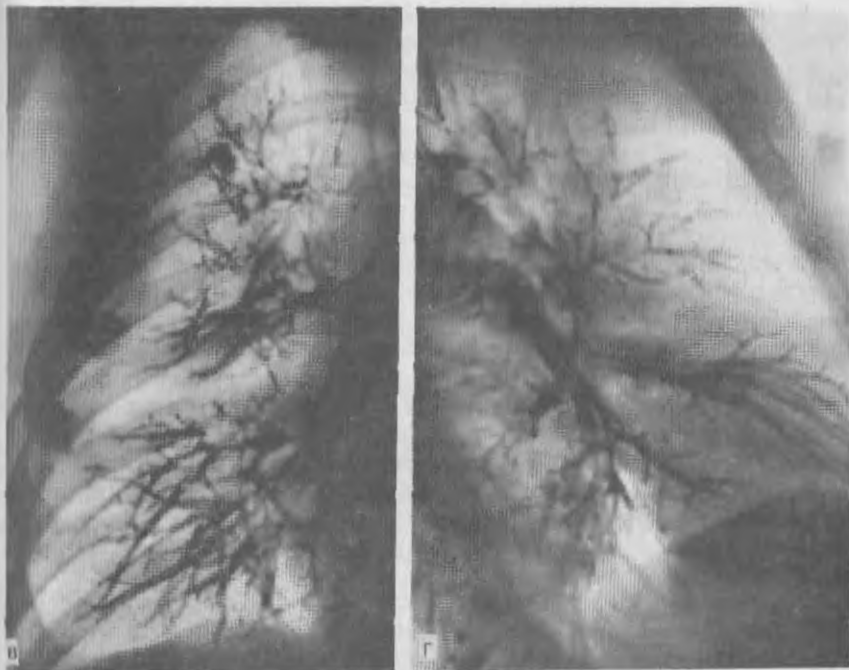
Рентгенограммы грудной клетки.
